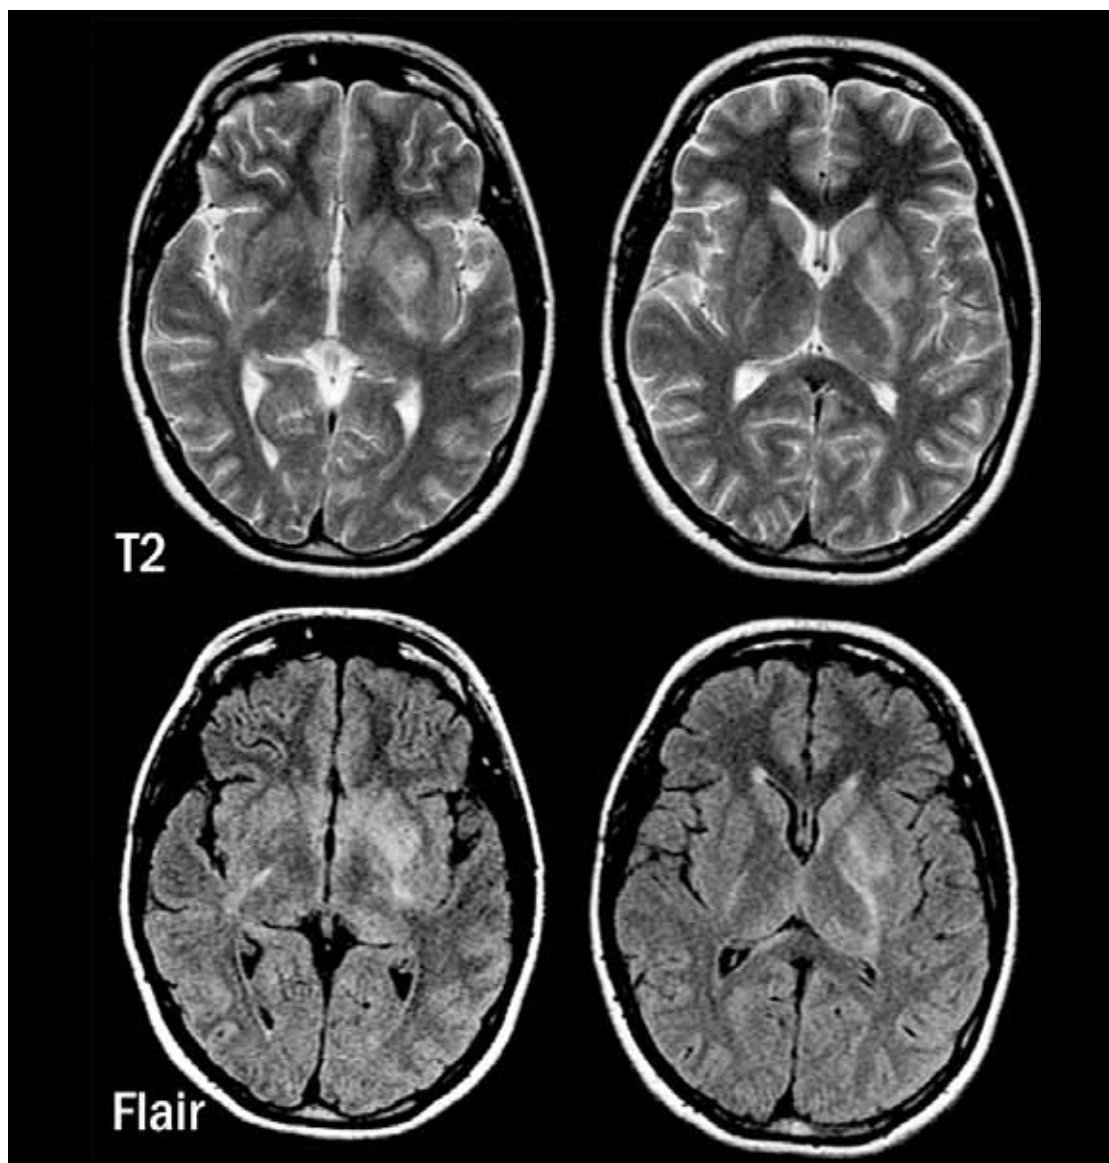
Resonancia magnética de cerebro. Se observa nueva lesión gangliobasal izquierda hiperintensa en T2 y Flair. No presenta realce con gadolinio.
